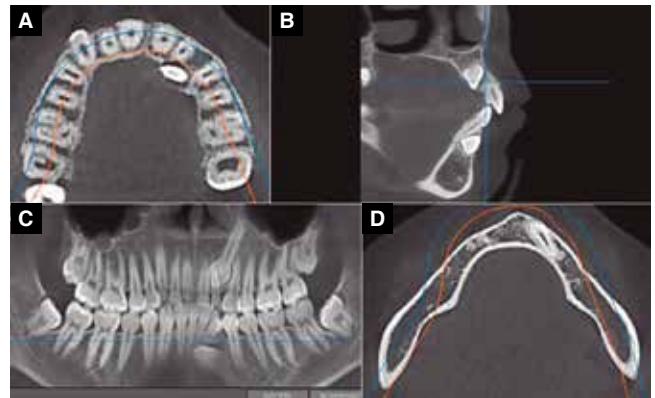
Tomografía computarizada. A. Maxilar superior; B. Perfil; C. Maxilar inferior; D. Panorámica.
